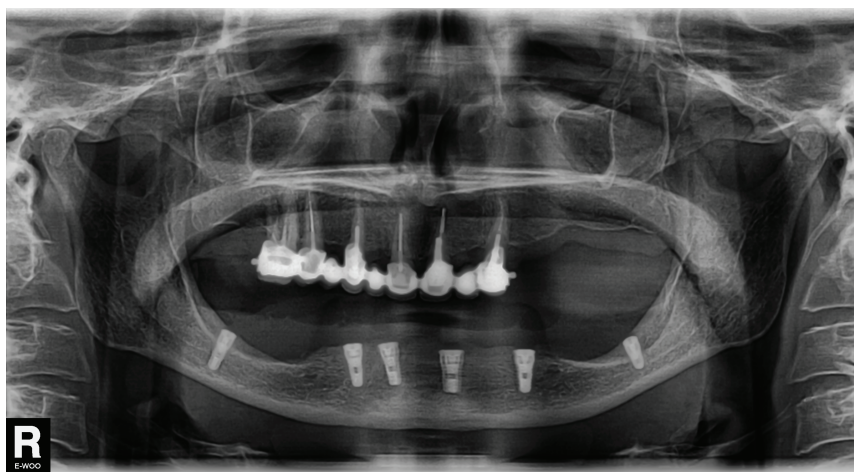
Пациент С., 64 года. Контрольная панорамная рентгенография через 4 месяца после установки имплантатов в обход нижнечелюстного канала и ментальных отверстий.
